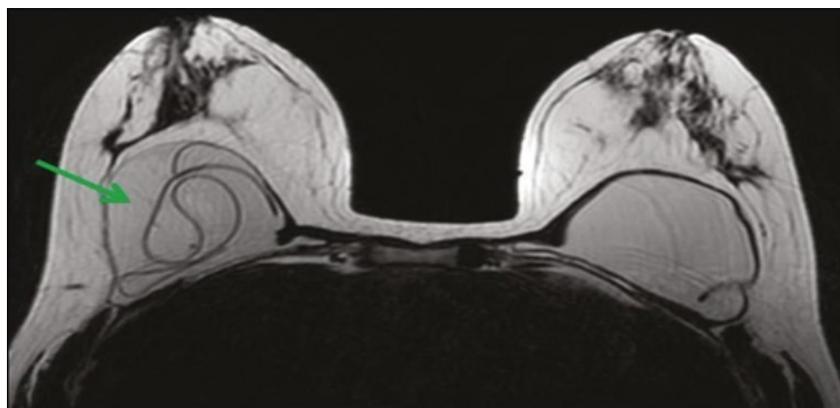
Imagem RM (Fonte: FERREIRA et al, 2021)
